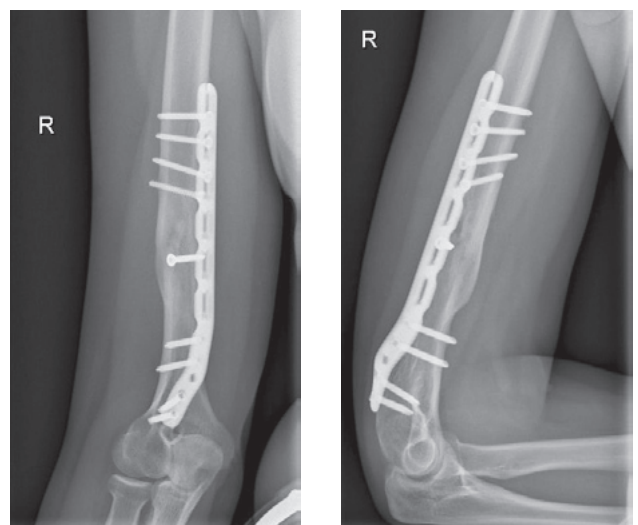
Рентгенограммы пациентки Б., прямая и боковая проекции. Определяется консолидация перелома правой плечевой кости после остеосинтеза
